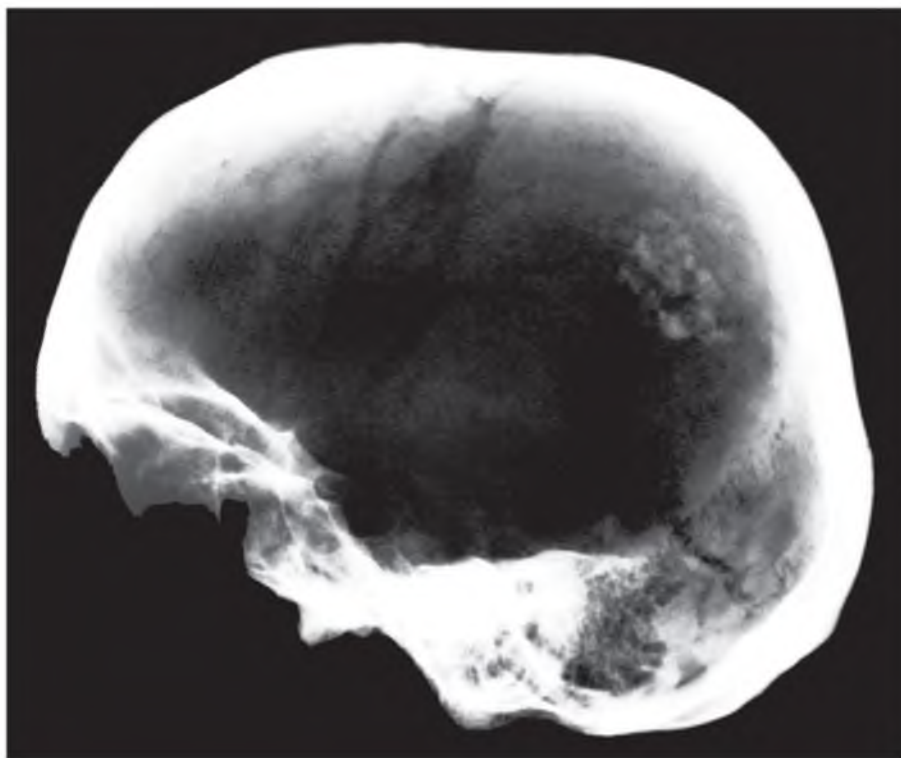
Рентгенограмма черепа № 27 в боковой проекции.
